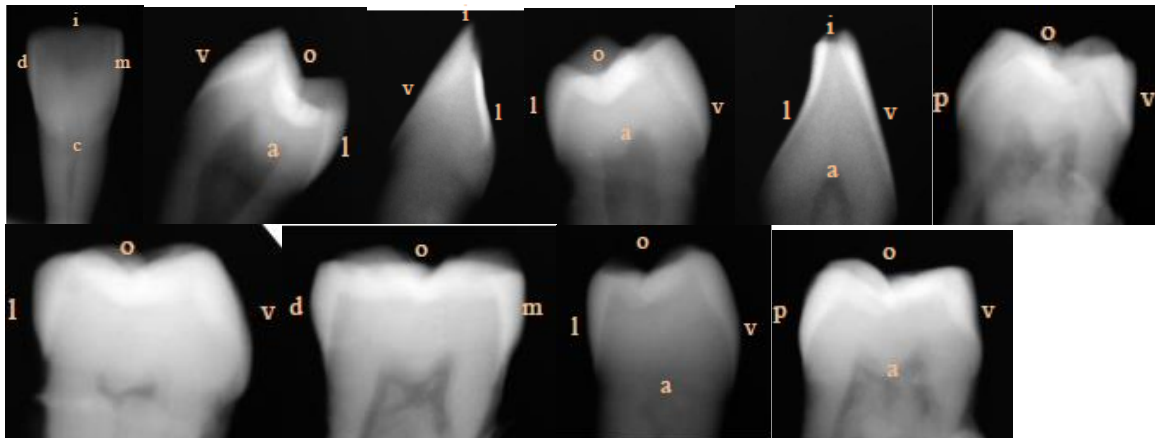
Röntgenbilder der ungefüllten Zähne
